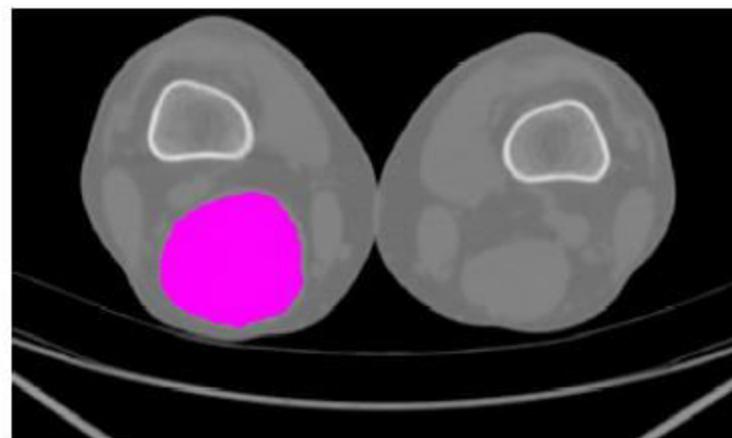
Example of PET-based gross tumor volume (GTV_{PET}) outlined using a threshold value of $2.5 \times B$.
